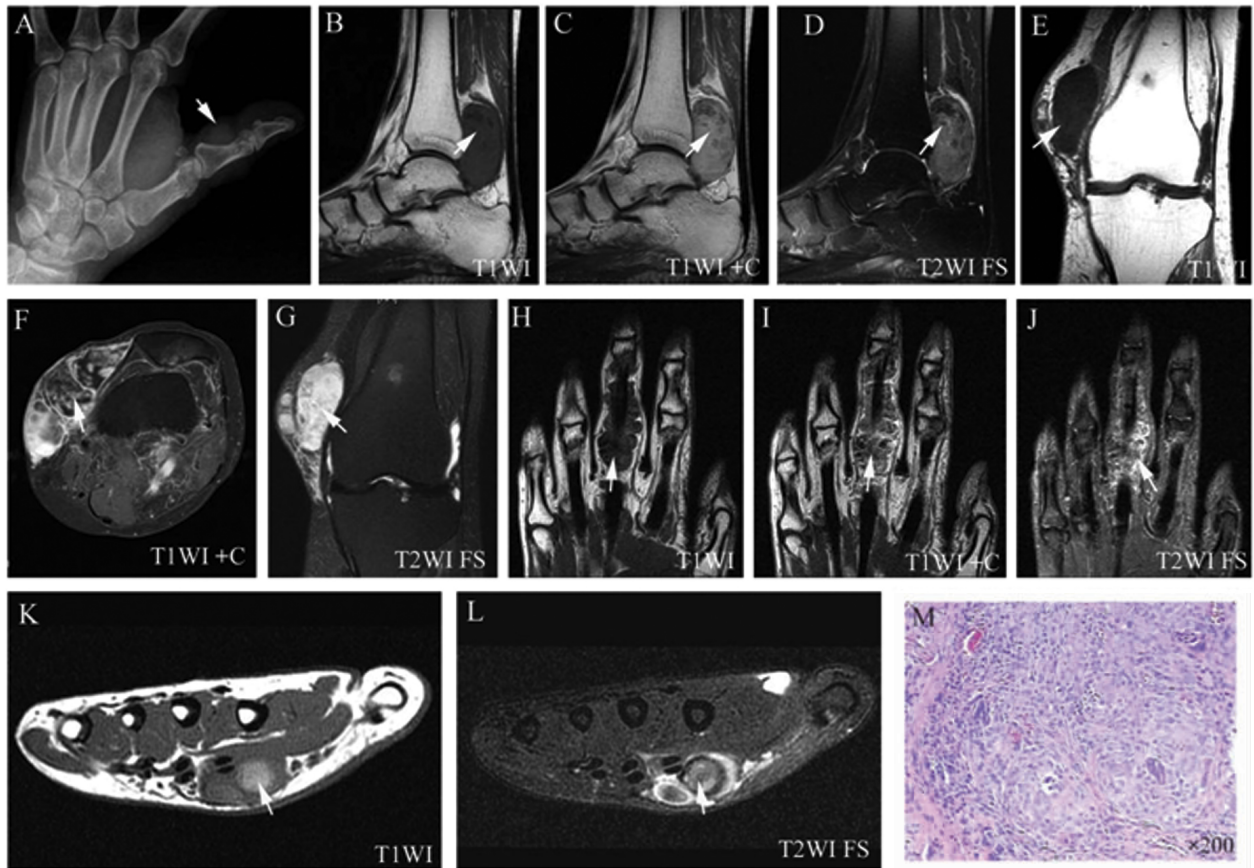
A 69 岁男性,左侧拇指近节指骨旁见稍高密度软组织肿块影,邻近骨质未见明显破坏。B-D 44 岁女性,右踝部软组织肿块 3 月余。T1WI 显示距距关节后方卵圆形软组织肿块影,边缘光整,呈较低信号(B),内见点条状更低信号影,增强后不均匀中等强化(C),T2WI 抑脂呈稍高及低混杂信号影,邻近距骨后份骨皮质被侵蚀(D)。E-G 84 岁女性,左膝内侧肌腱旁见肿块影,内见多发结节,边界清楚,T1WI 呈低信号(E),T2WI 上病灶呈高信号(G),其内见点状低信号影。增强后病灶明显不均匀强化(F)。H-J 29 岁女性,发现左中指肿块 12 年,增大 3 年。T1WI 显示沿中指腹侧蔓状软组织肿块影,包绕屈肌腱,T1WI 呈稍低信号(H),增强后不均匀强化(I),T2WI 抑脂呈高低混杂信号(J)。K-L 30 岁女性,左手掌肿块 1 年余,渐增大伴疼痛,MRI 示左手掌第 2 指屈肌腱桡前方见多枚结节影,其中一枚结节 T1WI 呈高信号(K),T2WI 呈较高信号,周边见环状低信号带(L)。M 显微镜下显示肿瘤由组织细胞、胶原纤维混合及多核巨细胞而成(HE 染色)。白色箭头显示病变部位。
